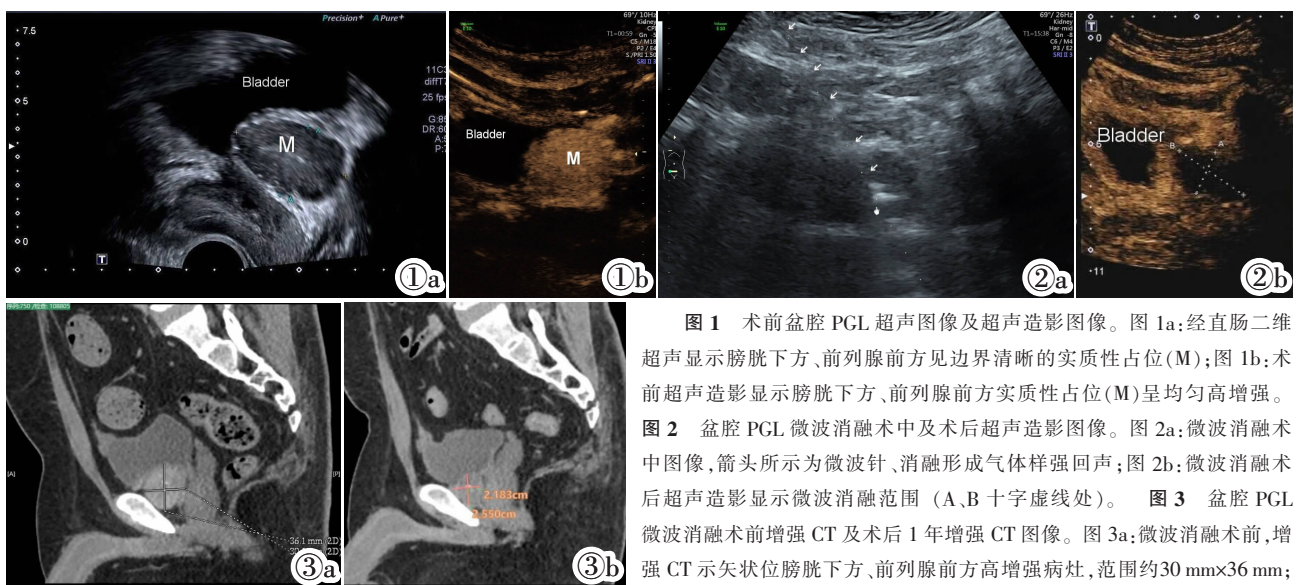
术前盆腔 PGL 超声图像及超声造影图像。图 1a: 经直肠二维超声显示膀胱下方、前列腺前方见边界清晰的实质性占位(M); 图 1b: 术前超声造影显示膀胱下方、前列腺前方实质性占位(M)呈均匀高增强。图 2 盆腔 PGL 微波消融术中及术后超声造影图像。图 2a: 微波消融术中图像, 箭头所示为微波针、消融形成气体样强回声; 图 2b: 微波消融术后超声造影显示微波消融范围(A、B 十字虚线处)。图 3 盆腔 PGL 微波消融术前增强 CT 及术后 1 年增强 CT 图像。图 3a: 微波消融术前, 增强 CT 示矢状位膀胱下方、前列腺前方高增强病灶, 范围约 30 mm×36 mm;
